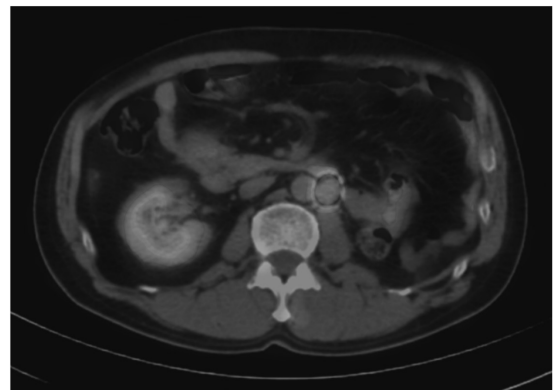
Abdominal enhanced PET-CT scan shows recurrent tumor.
